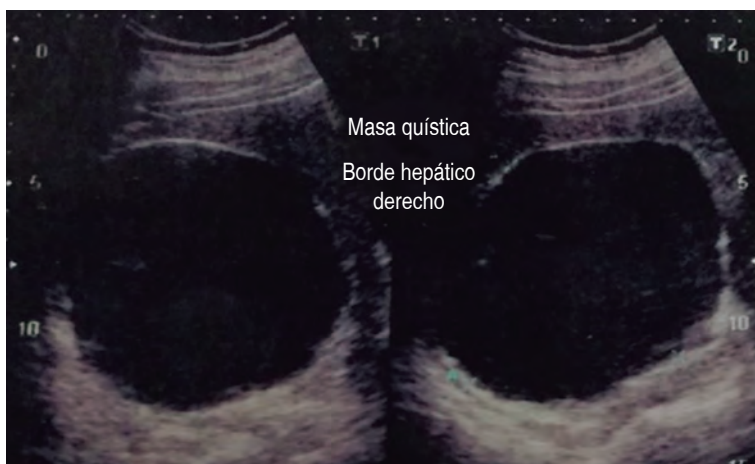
Ultrasonido hepático con imagen anecoica redondeada y de paredes delgadas bien delimitadas.
